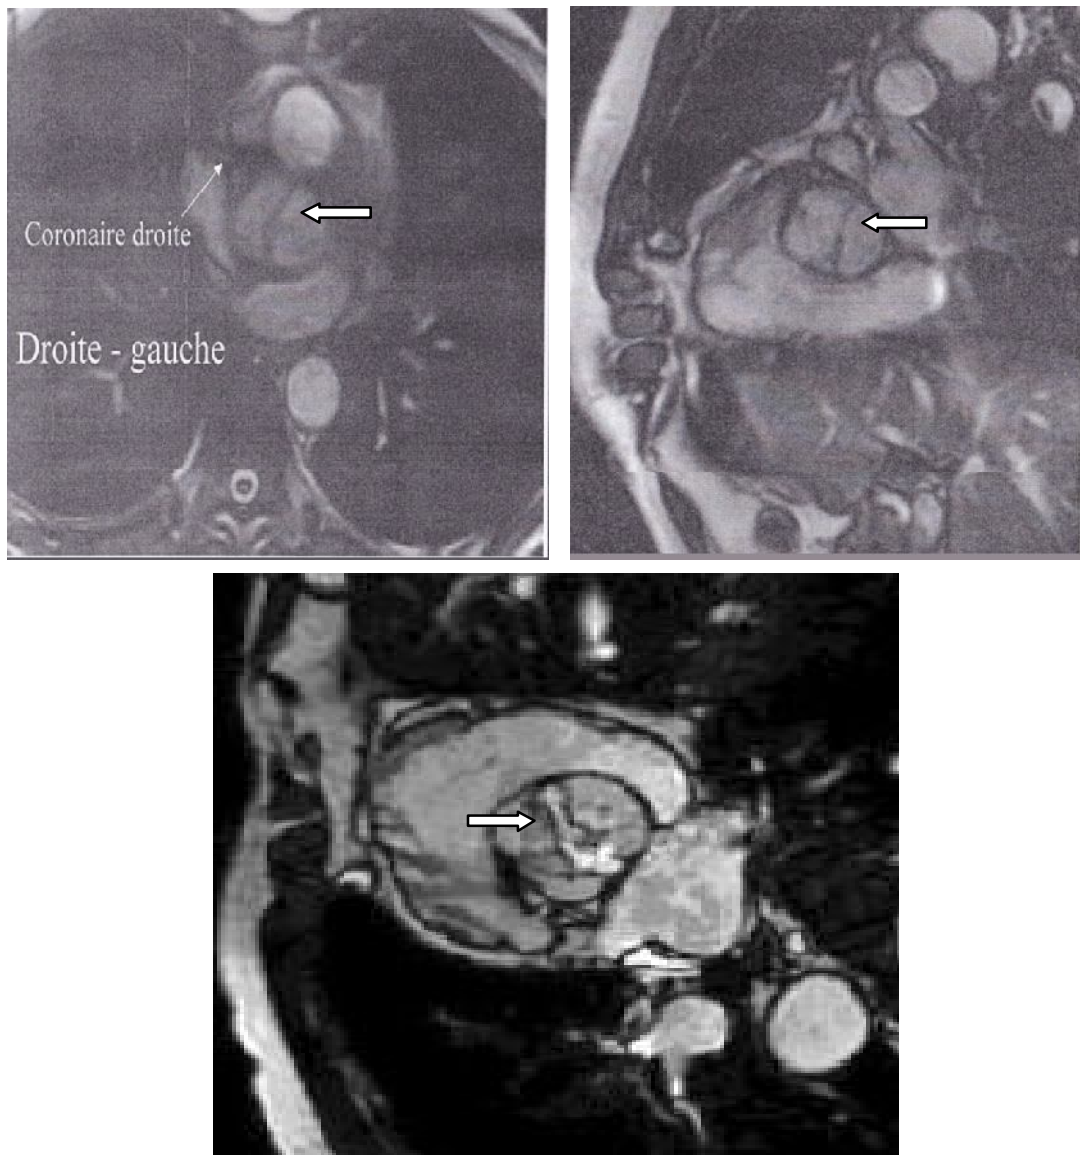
Des images objectivant une BA en IRM
